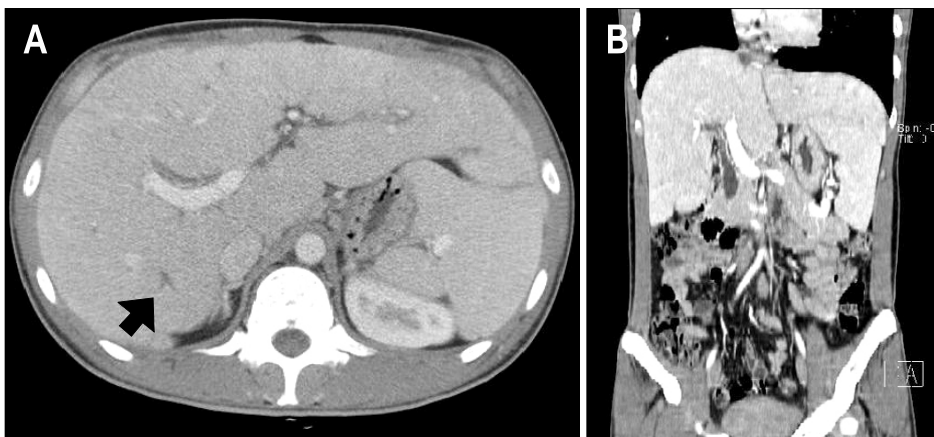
Abdominal CT scan finding (A, axial scan; B, coronal multiplanar reformation). It showed diffuse hepatic enlargement, splenomegaly, and mild focal intrahepatic bile duct dilatation (arrow).
